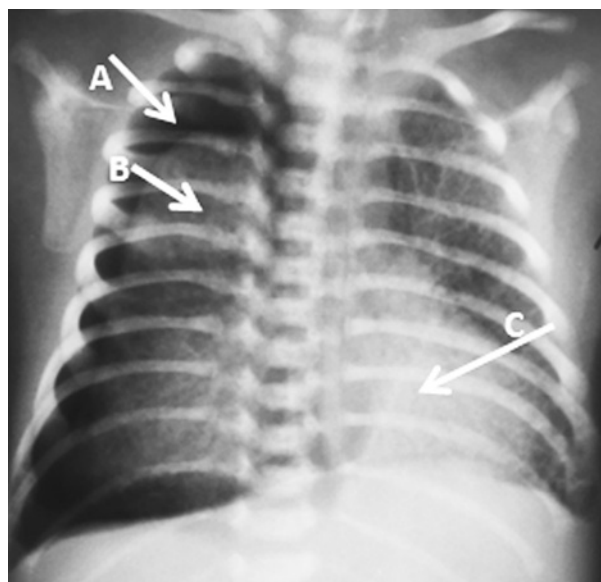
Обзорная рентгенограмма пациента. Возраст 39 сут. Правосторонний напряженный пневмоторакс. А — свободный воздух в плевральной полости; В — коллабированное легкое; С — смещенное средостение
